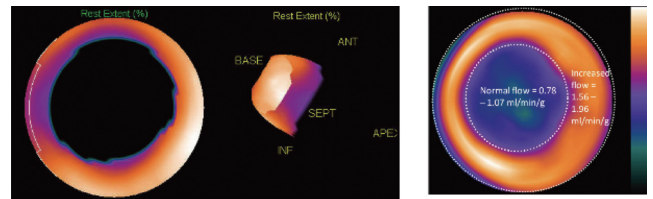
^{99m}Tc-sestamibi と ¹³N-PET による画像の違いは顕著で、PET 画像では血流の定量化が可能で、解析結果では心尖部血流が十分に保たれていることが解る⁹⁾。
